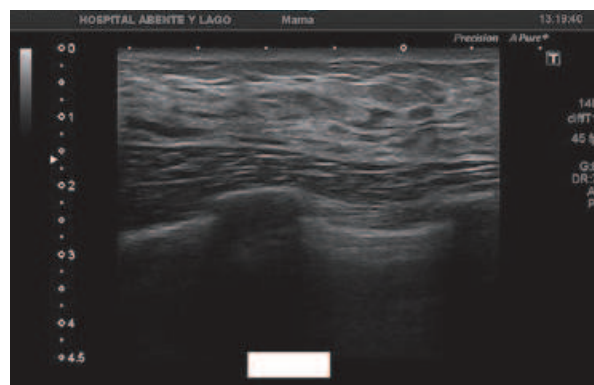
Ecografía del cordón venoso
